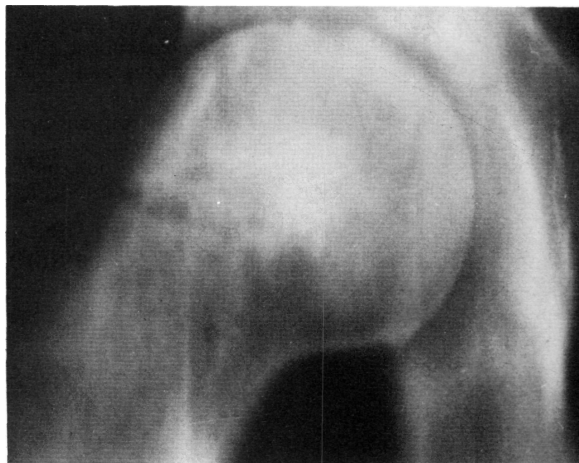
Radiografía anteroposterior de cadera derecha mostrando la pérdida de línea articular, con imágenes de osteolisis y osteocondensación en cabeza, así como una fractura patológica a nivel de cuello femoral.
